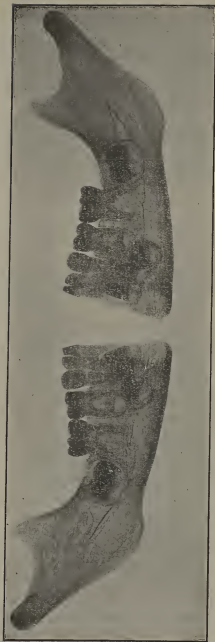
Radiographie de la mandibule d'un enfant de trois ans ;
